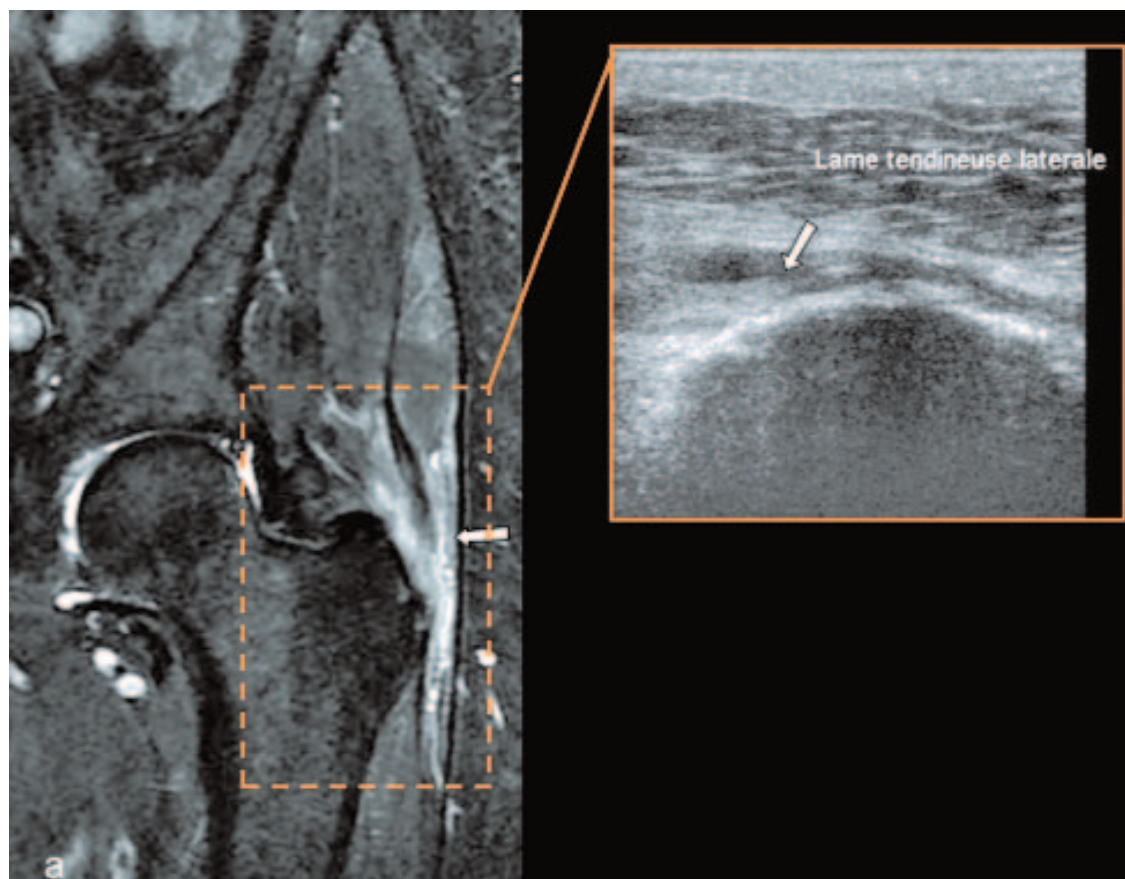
Rupture de la lame tendineuse latérale (flèche) en IRM (a) et en échographie (b).
